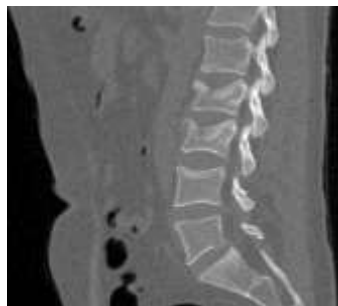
Сагиттальный срез КТ поясничного отдела позвоночника.
